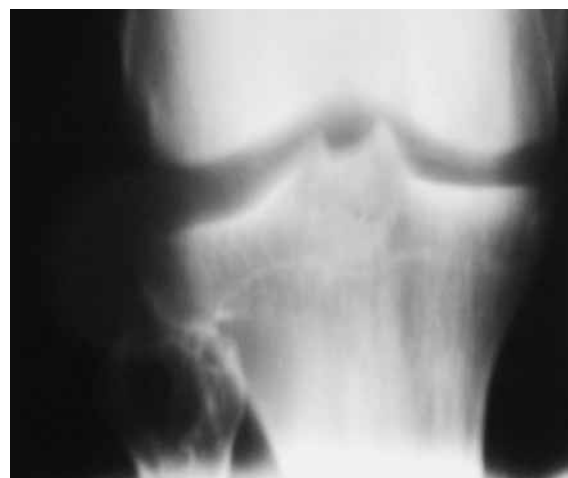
Линейная томограмма коленного сустава в прямой проекции. В проксимальной головке малоберцовой кости округлой формы очаг деструкции (энхондрома).
